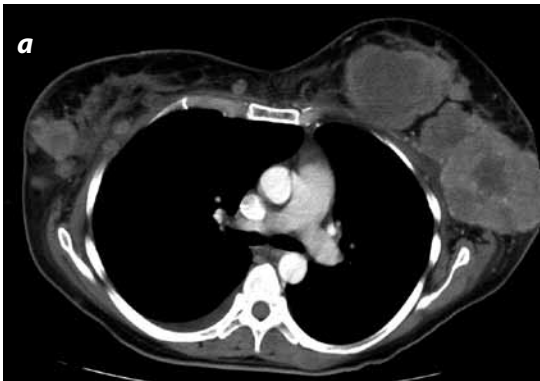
TAC toracoabdominal con medio de contraste: múltiples masas con densidad de tejidos blandos, localizadas en ambas glándulas mamarias (a y b), adenopatías axilares bilaterales (c) y en cadenas mamarias (d) (flechas).
